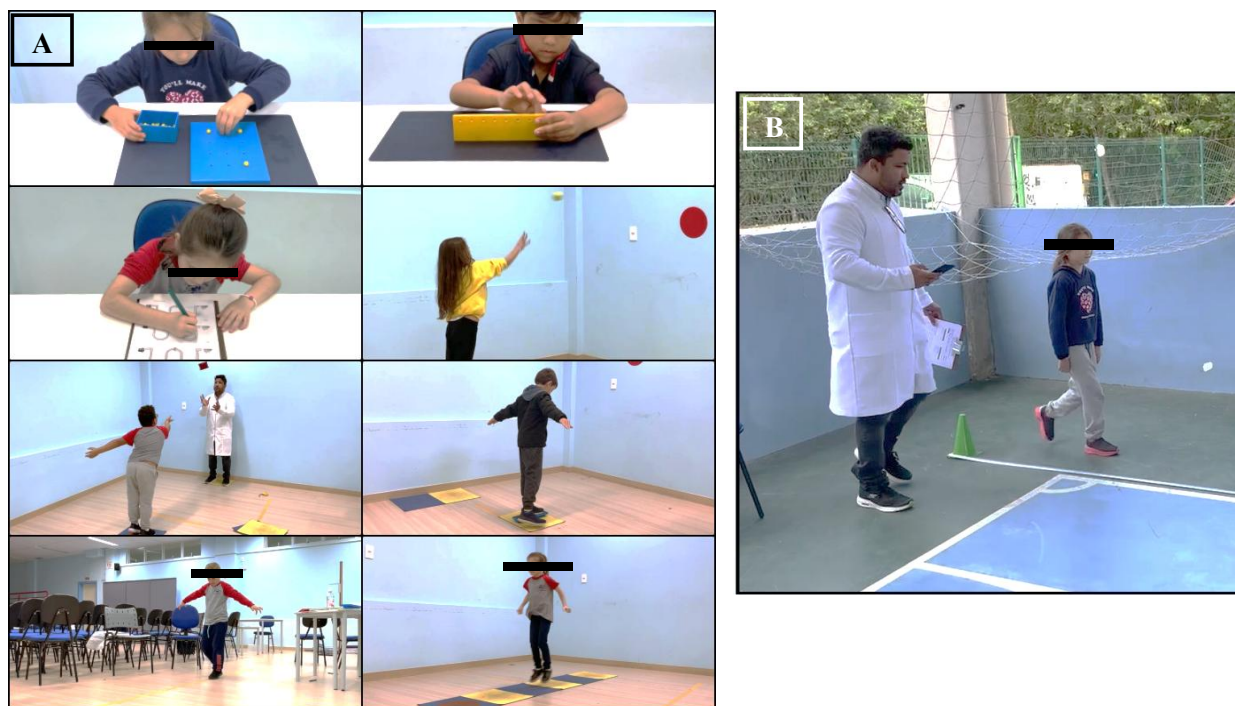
Avaliação do Desempenho Motor e Aptidão Cardiorrespiratória das crianças usando a MABC-2 (A) e TC6min (B).
